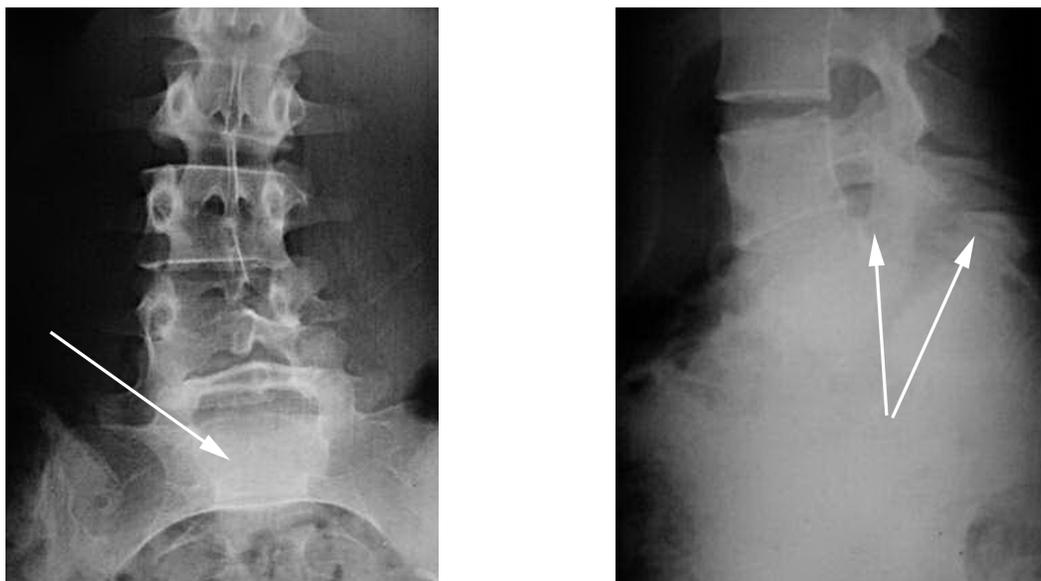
Рентгенограммы пациента Г., 14 лет. Спондилолистез L5 позвонка 2-й степени до операции
